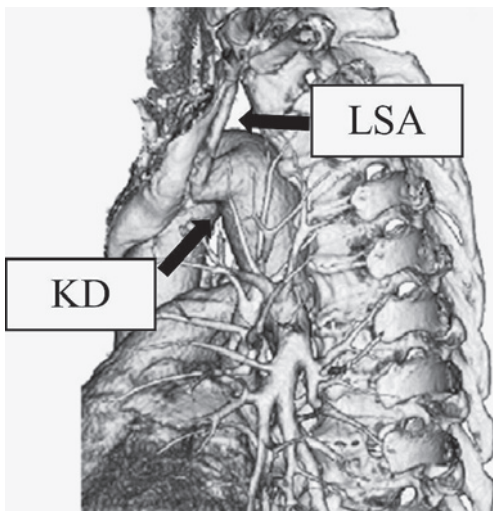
Lateral view of three-dimensional computed tomography (3D-CT) of the chest showing the right aortic arch with an aberrant left subclavian artery. LSA, left subclavian artery; KD, Kommerell diverticulum.
